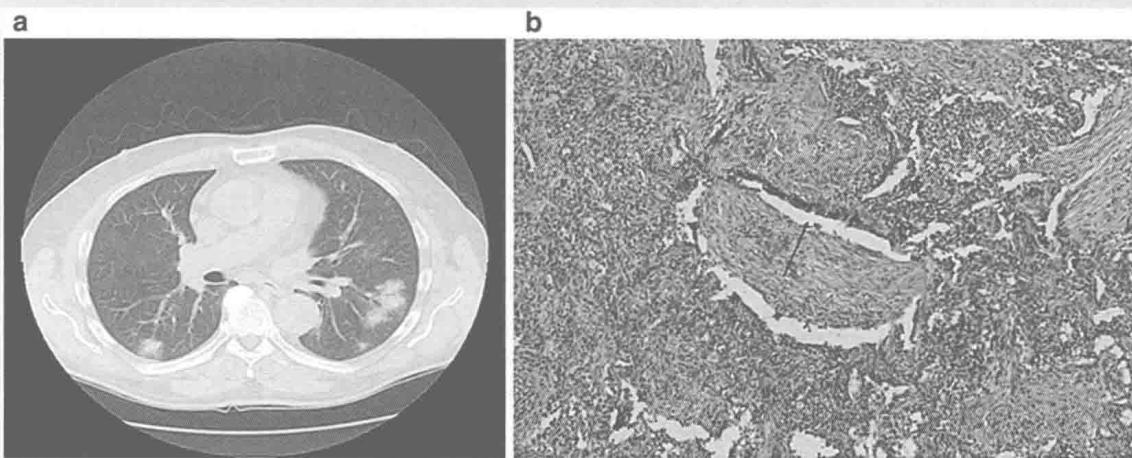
(a) CT 显示多个无症状的肺结节。(b) 肺活检显示机化性肺炎、纤维化和细支气管炎症。（见彩图）
